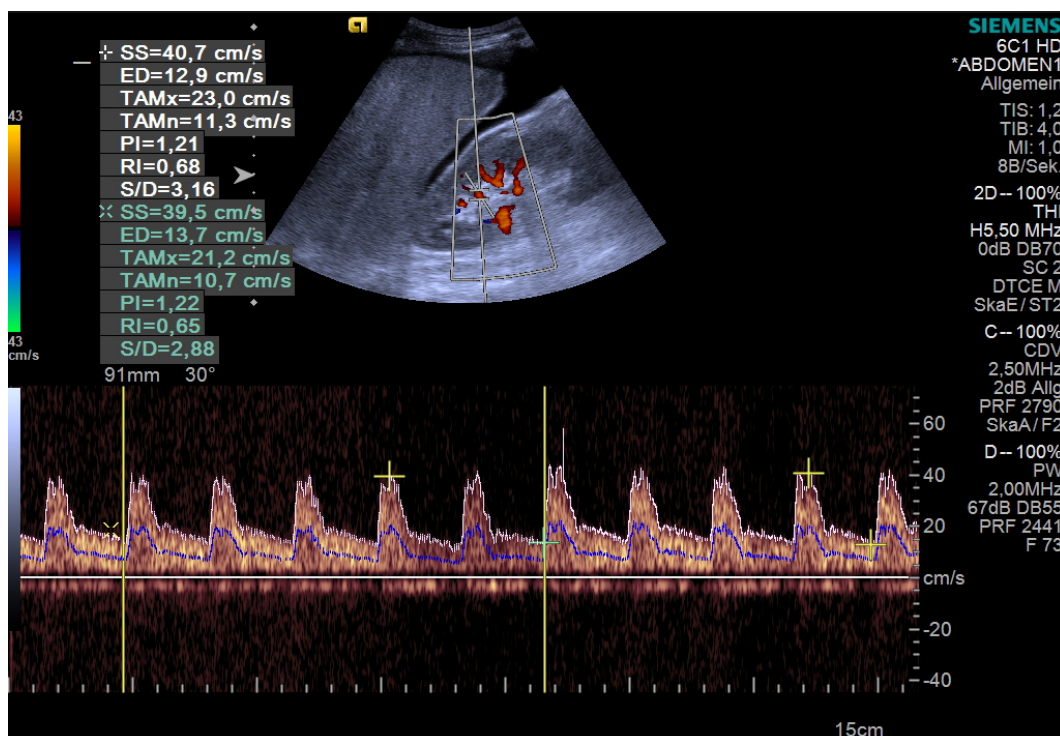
Duplex-Sonografie der rechten Niere eines Zirrhosepatienten mit Aszites. Der obere Werteblock (weiß) stellt die manuell gemessenen Daten dar, während im unteren Werteblock (grün) die automatisch bestimmten und in dieser Studie nicht verwendeten Daten aufgeführt werden.
